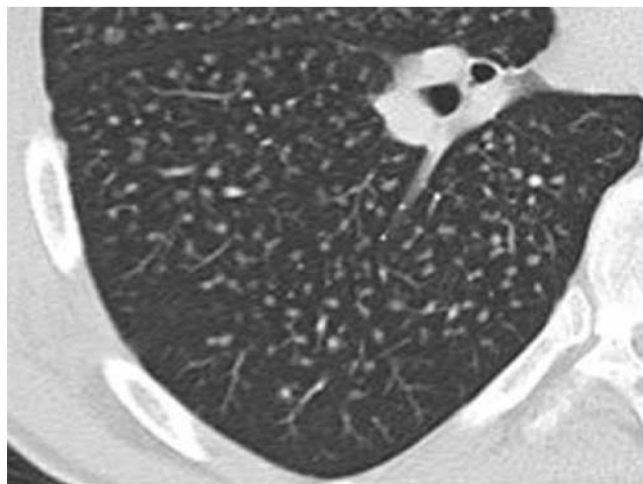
CT mit Rundherden in zentrilobulärer Verteilung.
